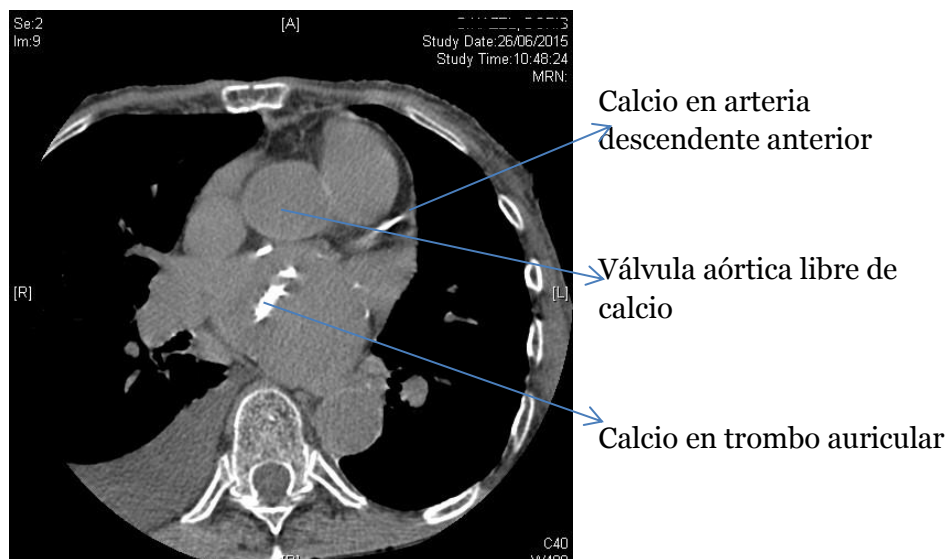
TC correspondiente a paciente de la figura 6. Se observa que la densidad del calcio señalado es la misma que el hueso (>130 UH), aquí la válvula aórtica tiene una densidad agua, como el trombo.
